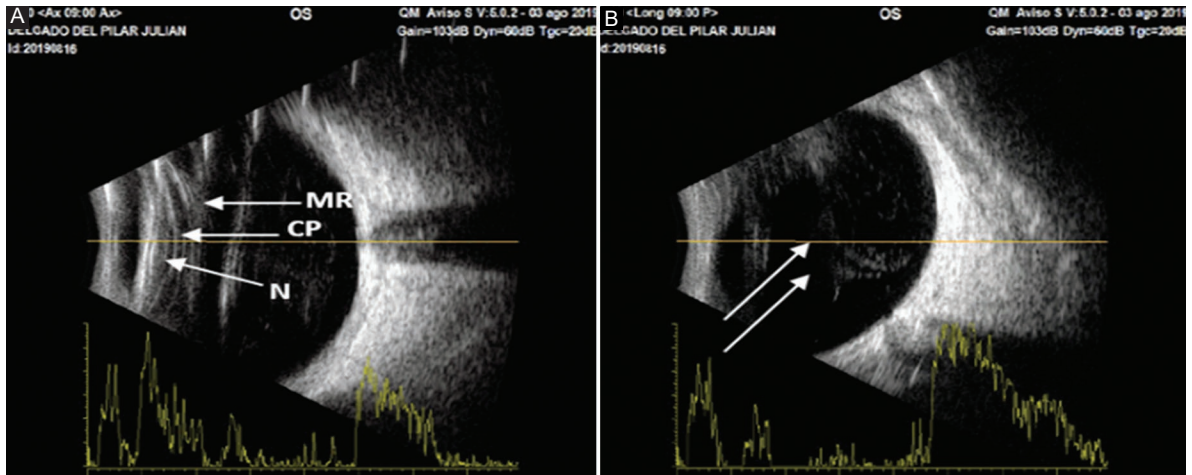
Ecografía en modo A/B. A: material retrolental (MR), cápsula posterior del cristalino íntegra (CP) y núcleo (N). B: condensaciones vítreas (doble flecha), excavación no visible, retina y coroides aplicadas.
